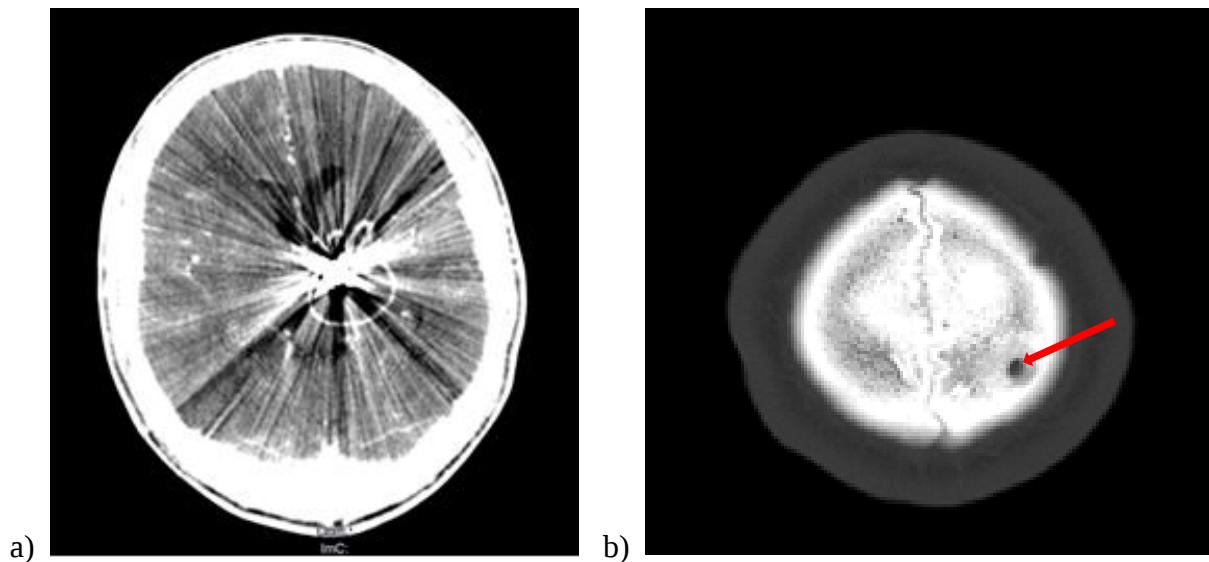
a) Kranielles CT nach KM-Gabe, zur Darstellung kommt ein Projektil in den Basalganglien mit ausgeprägten Metallartefakten, angrenzend ist eine ringförmige KM-Aufnahme zu sehen, V.a. Hirnabszess. b) Kranielles CT, Knochenfenster. Darstellung der Einschussstelle links hochparietal zwecks Planung der Kraniotomie (roter Pfeil).
